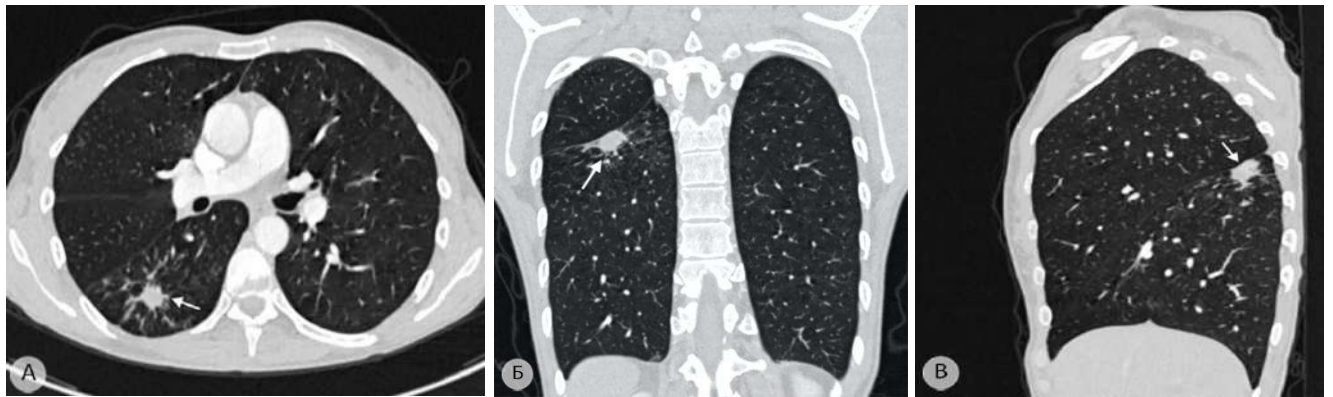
Аденокарцинома нижней доли правого лёгкого с локализацией в верхушечном сегменте нижней доли (задняя зона), размерами 13×18 мм, показана стрелкой. Компьютерные томограммы: а – аксиальная проекция; б – фронтальная проекция; в – сагиттальная проекция
